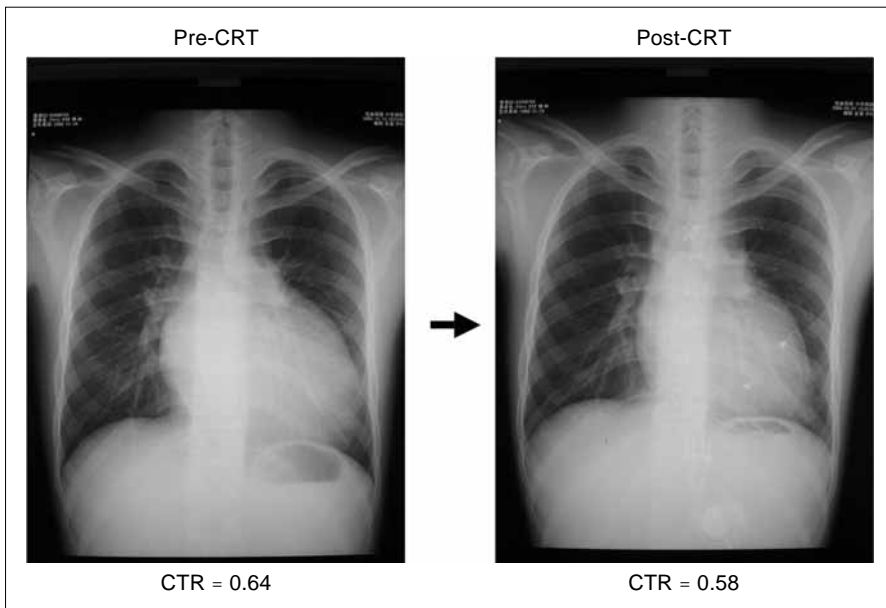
Chest X-ray shows cardiomegaly. Cardiothoracic ratio (CTR) changes from pre-CRT to post-CRT.
